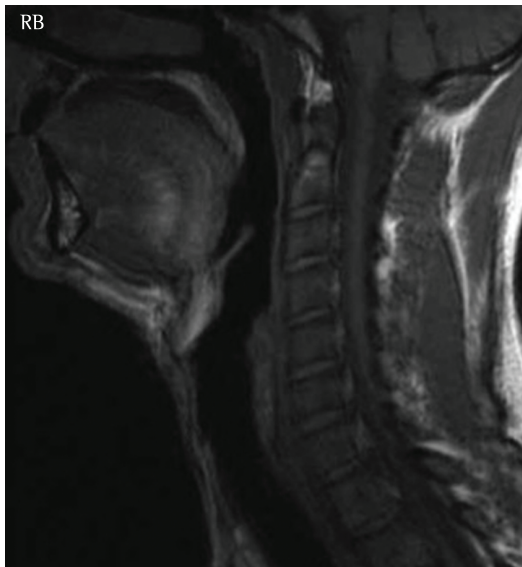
Imagem de ressonância magnética em corte sagital mediano de um indivíduo normal. Verificar a relação maxilomandibular, a proporcionalidade do palato e o calibre da coluna aérea.
